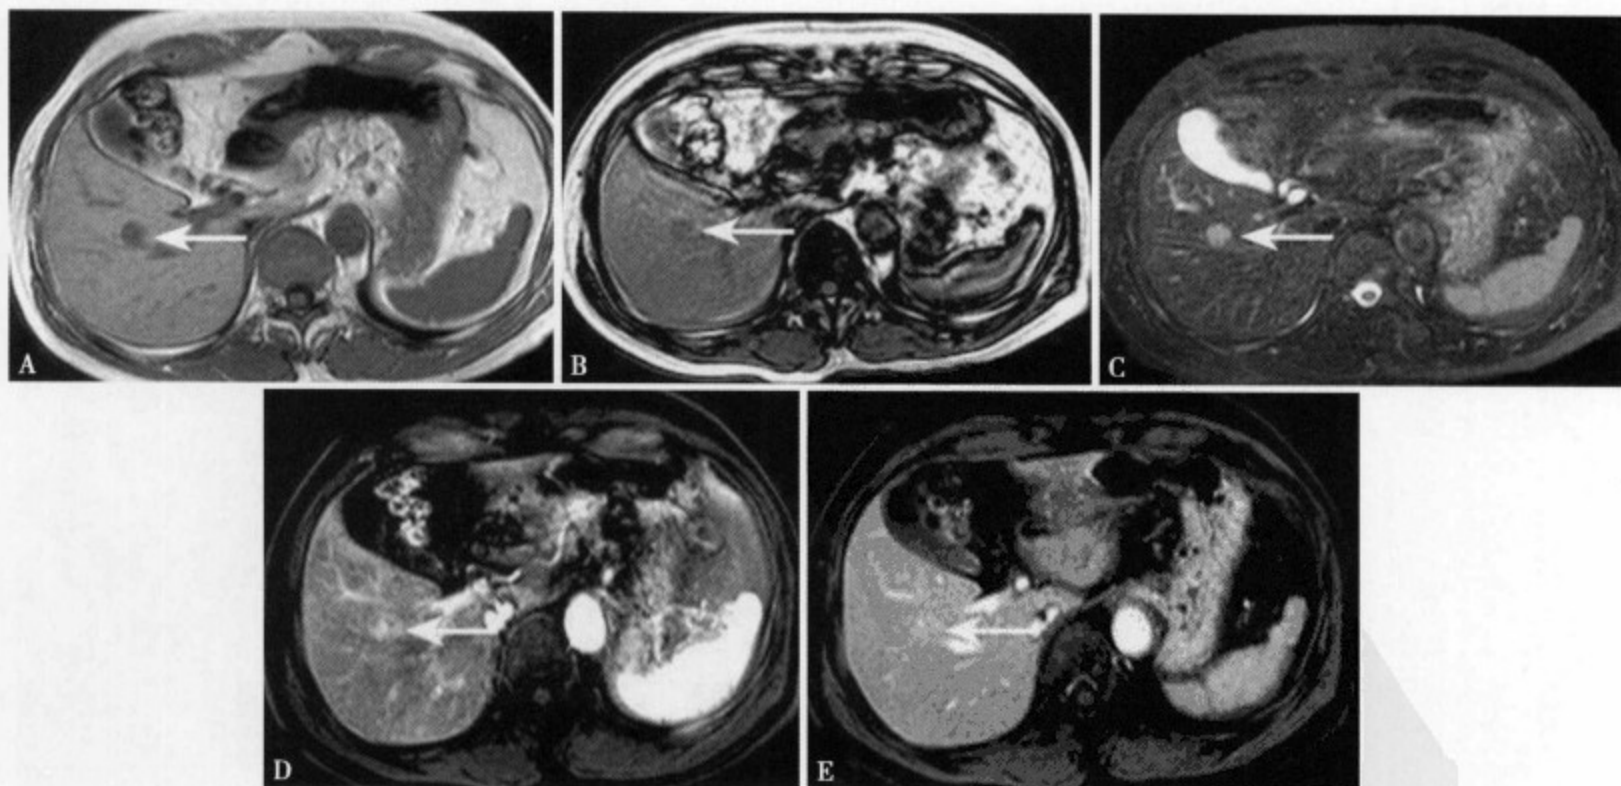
T_1 WI (A) 表现为直径约 1.2cm 均匀的低信号结节病灶； T_2 WI (B) 病灶呈等信号，病灶显示不清；脂肪抑制 T_2 WI (C) 病灶呈均匀高信号；增强 MRI 动脉早期 (D) 病变呈不均匀强化；动脉晚期 (E) 病变仍有强化，且较动脉早期明显
